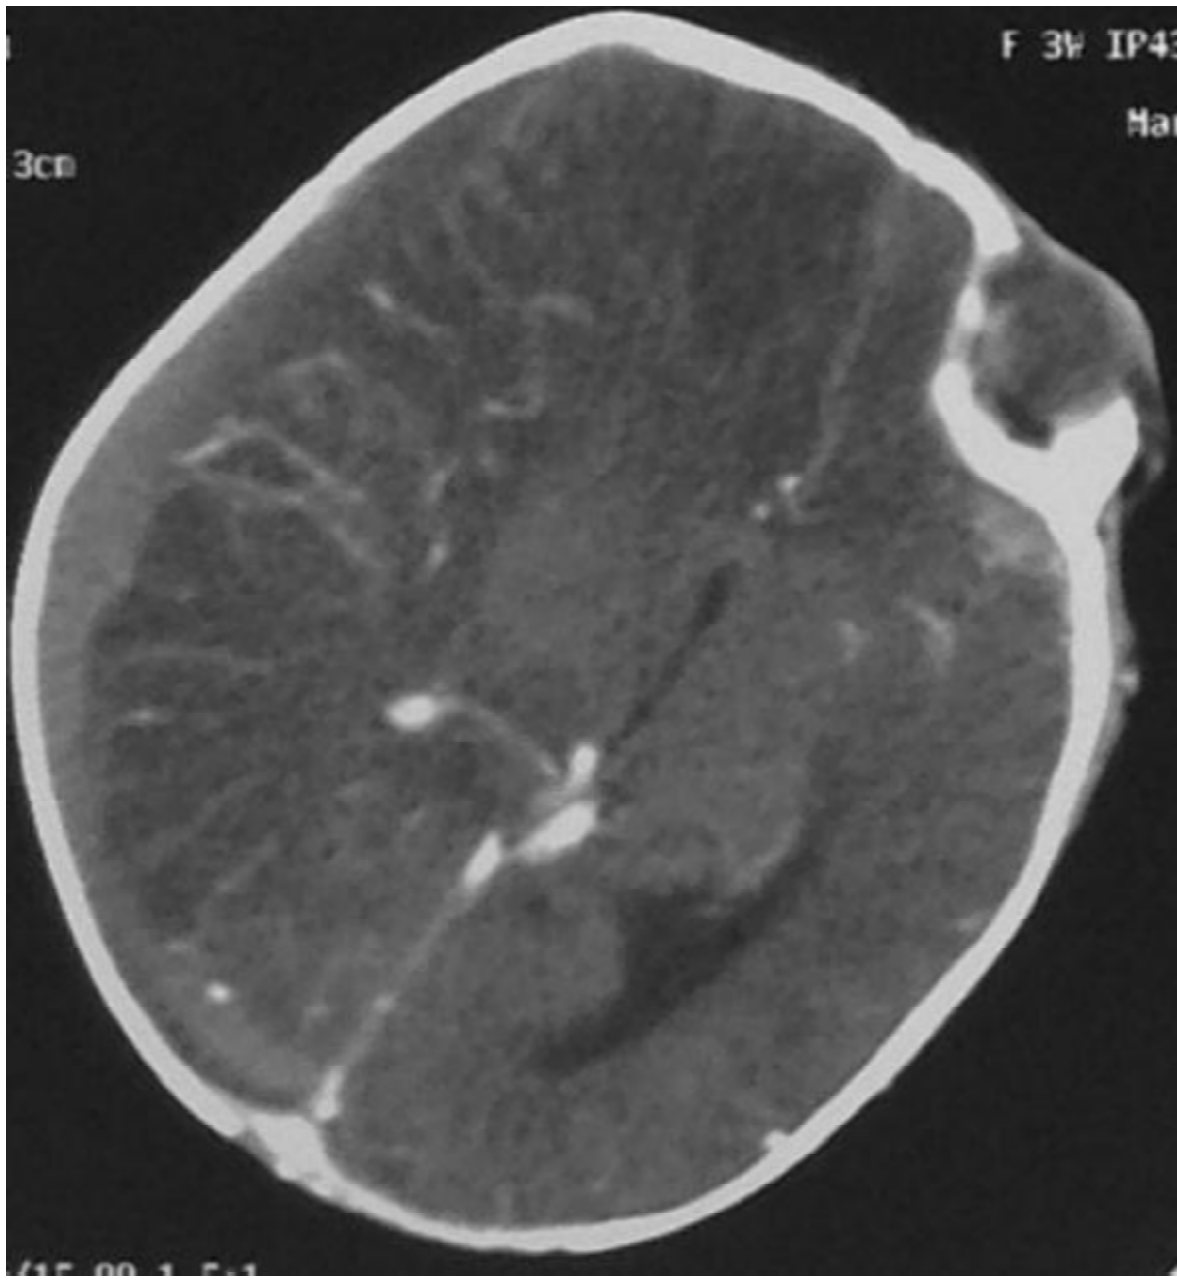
TDM cérébrale injectée montrant un remaniement ischémo-hémorragique parenchymateux sus tentoriel droit associé à un hématome sous dural hémisphérique droit temporo-occipital étendu avec début d'engagement sous falcorienel.
